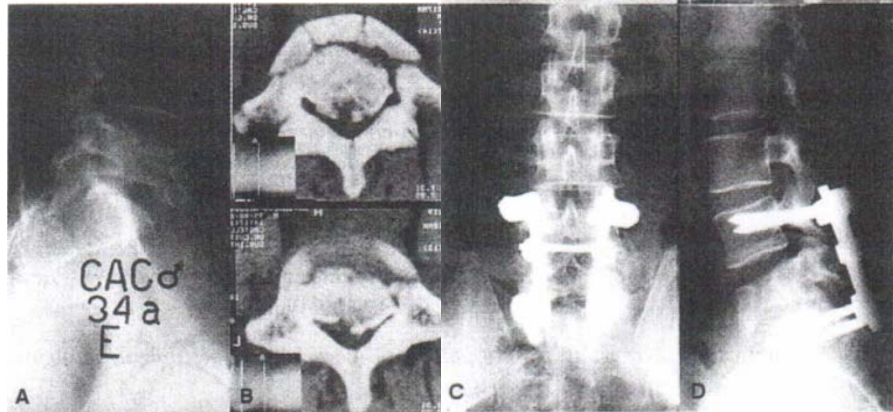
(A) Radiografias em perfil.
